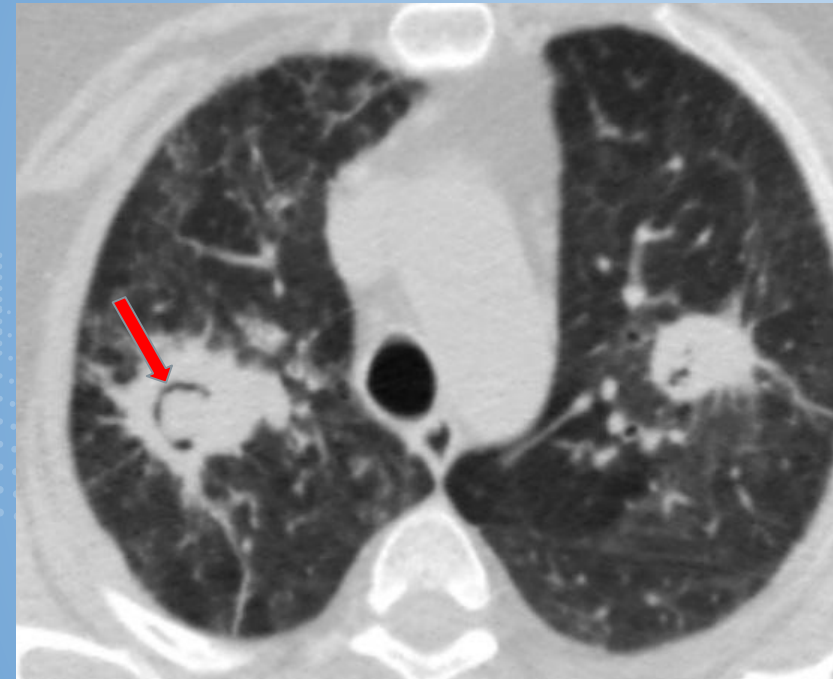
Aspergilosis pulmonar en paciente con ERC en hemodiálisis. Tomografía de tórax ventana parenquimatosa: imagen cavitada con nódulo interior con el signo de la medialuna de aire (flecha roja).
